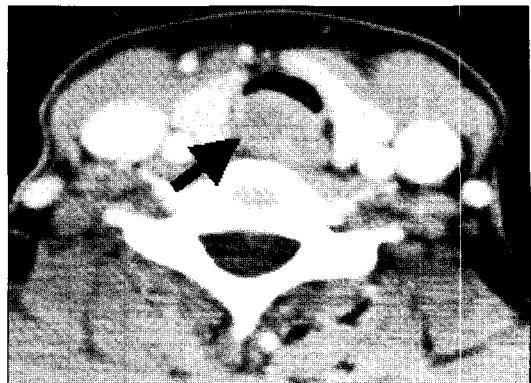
Axial view of CT scan. Homogenous soft tissue mass lesion(arrow) at the posterior aspect of the trachea was noted.
